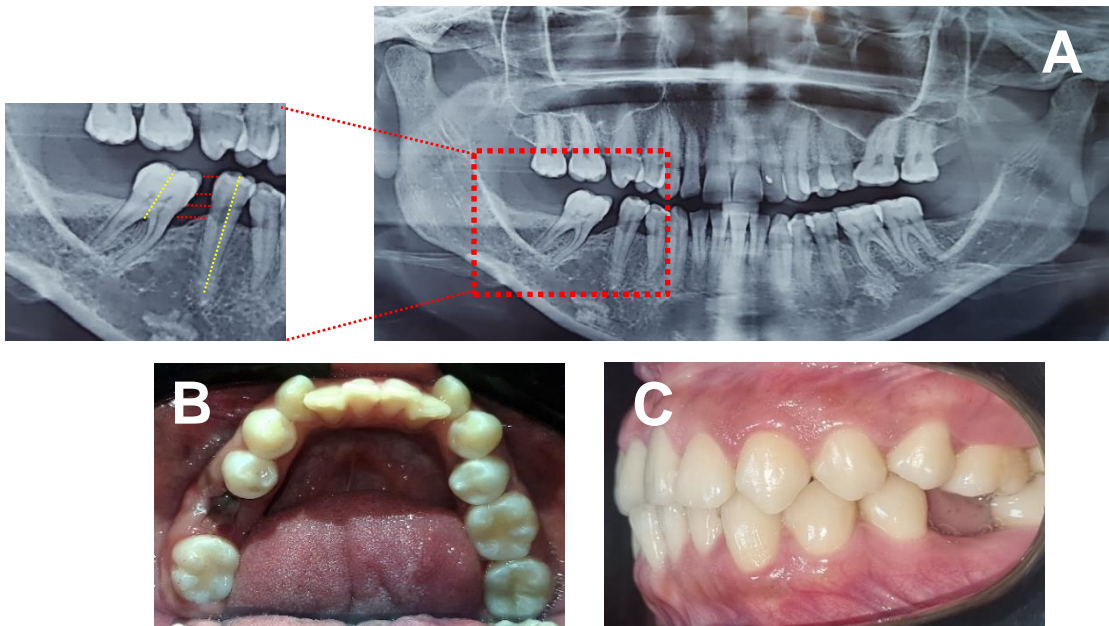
A. Radiografía panorámica en donde se observa el primer molar inferior derecho ausente, se observa cierre de espacio por mesialización del segundo Molar inferior izquierdo. B. Fotos Clínicas donde se observa extracción del primer molar inferior derecho en foto oclusal. C. Foto clínica se observa ausencia del primer molar inferior izquierdo en una foto lateral en oclusión.
